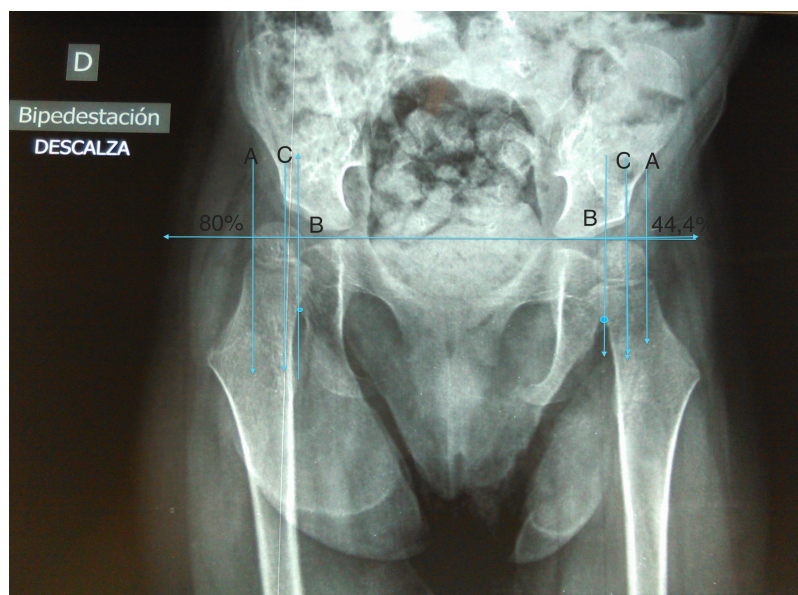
Radiografía de cadera con cálculo del índice de Reimers
